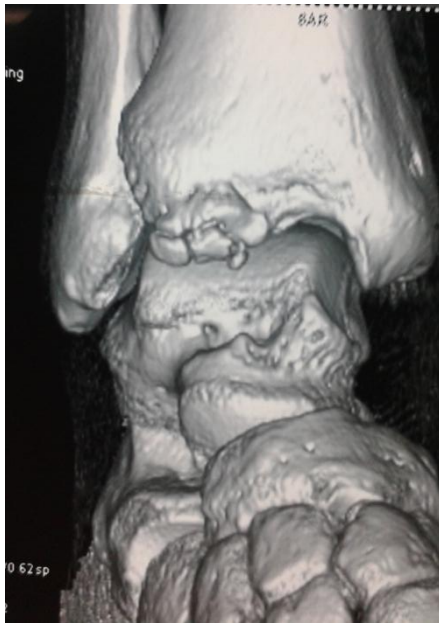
TDM en coupes sagittales montrant les ostéophytes fragmentés
